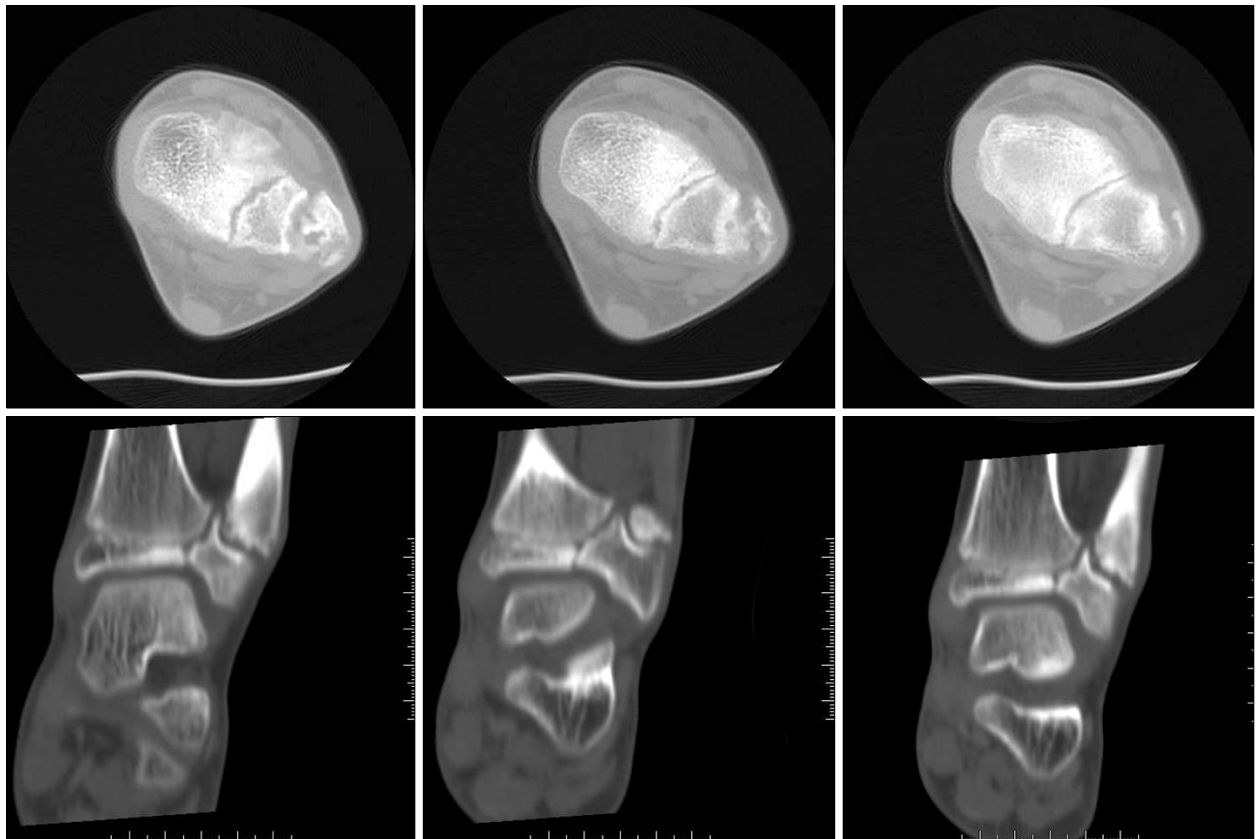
Computed tomography image showing distal tibio-fibular synostosis.
